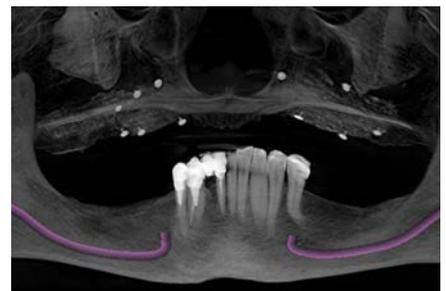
КТ через 4 месяца после операции синус-лифтинга и направленной костной регенерации альвеолярного отростка
